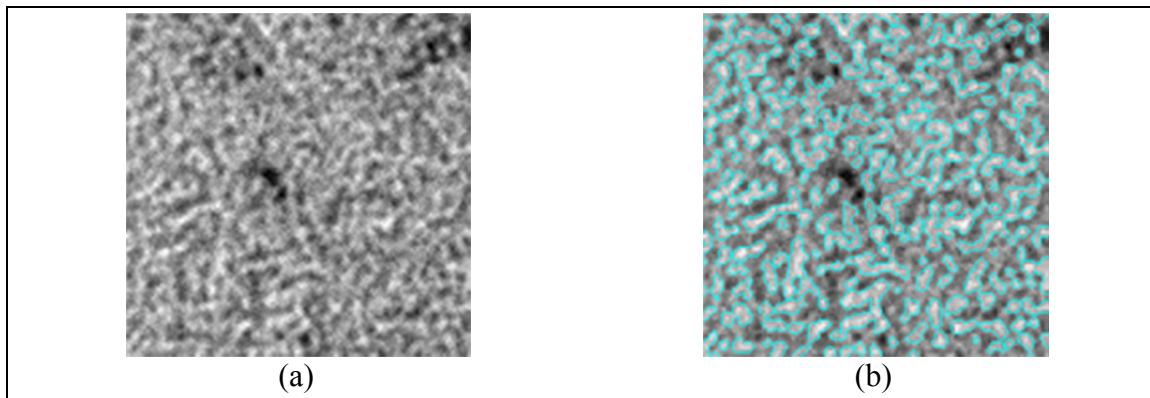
Images micro-CT analogue (a) sans et (b) avec segmentation du modèle bovin
